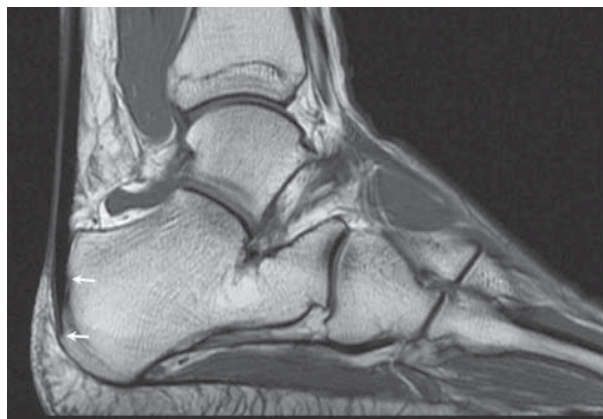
A MR image of the Achilles tendon. Arrows – proximal and distal ends of tendon entheses
